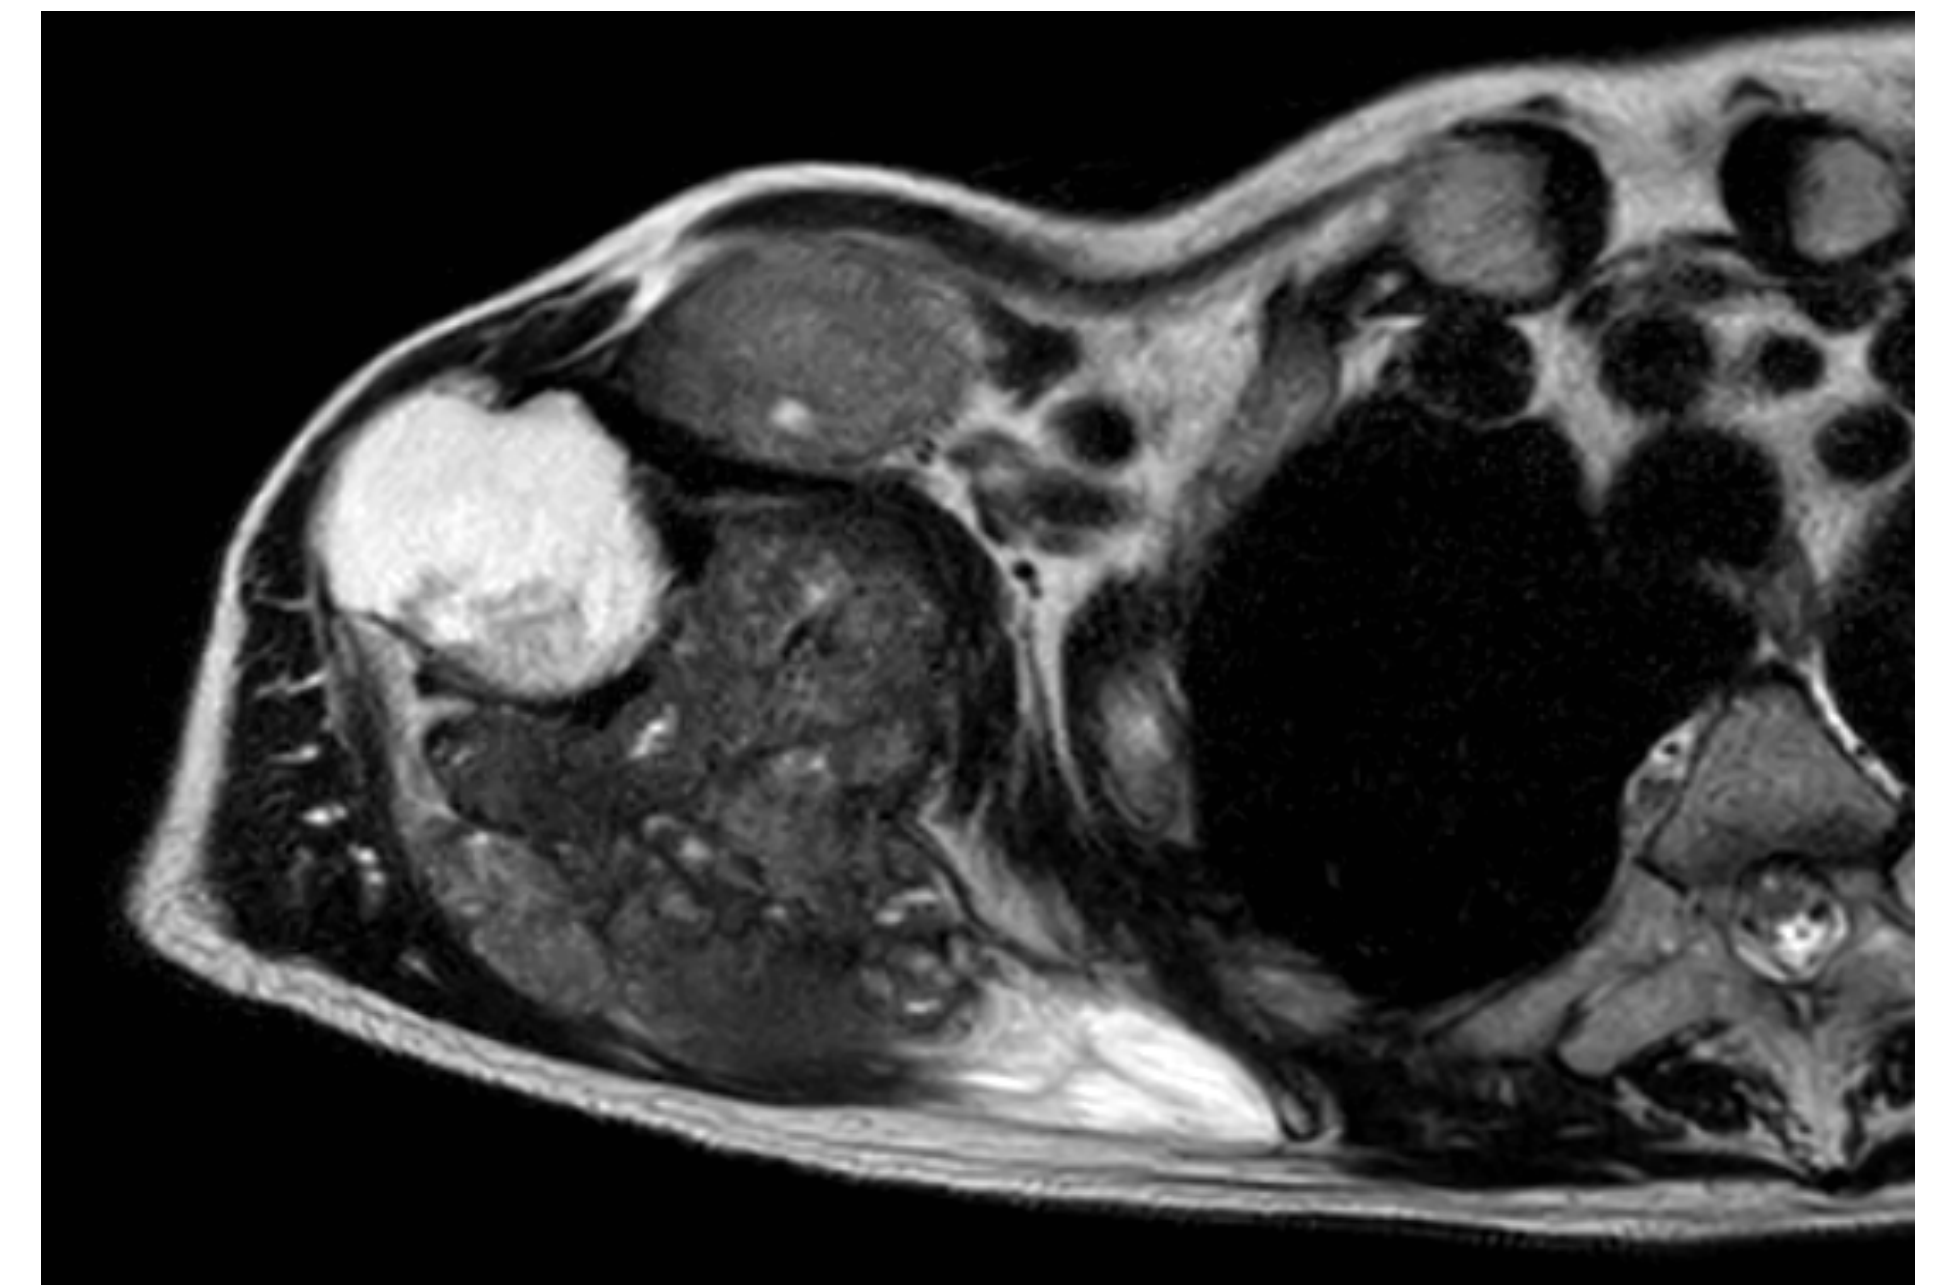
RM hombro derecho (axial)
